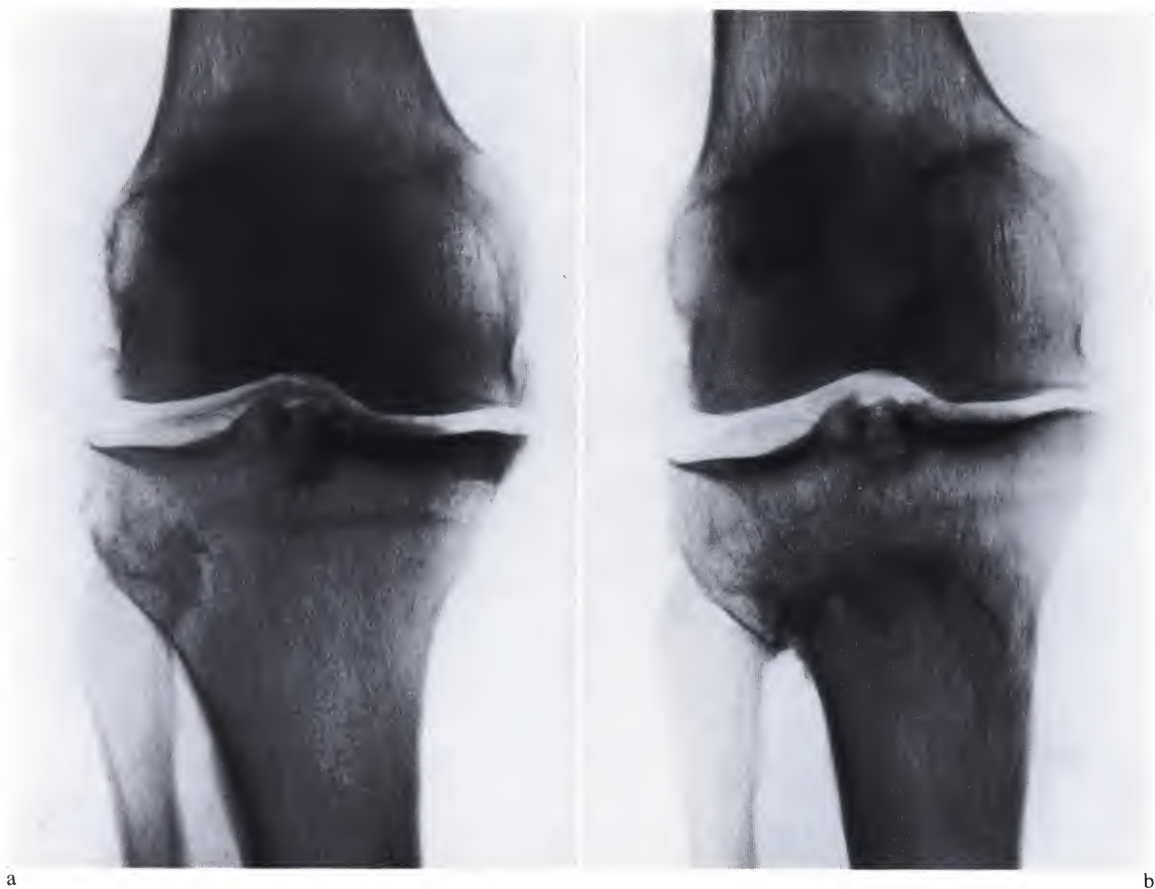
Patient de 32 ans avant (a) et six ans après une ostéotomie courbe de l'extrémité proximale du tibia hypercorrigant la déformation en varum (b). Seules les radiographies du genou droit ont été représentées
